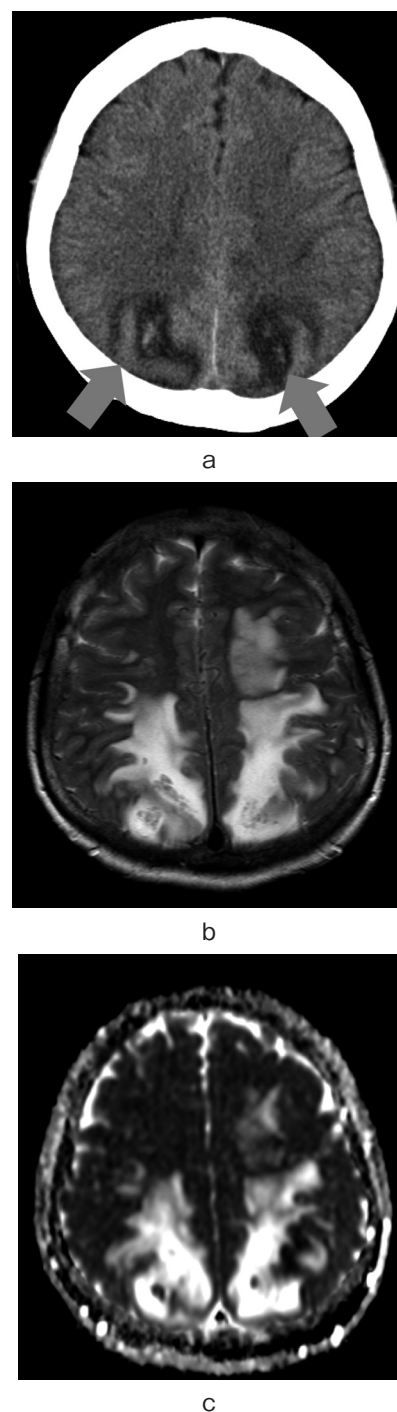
a) Non-contrast-enhanced CT scan of the brain demonstrated high-density areas in bilateral occipital lobes with surrounding low-density areas (arrows). b) Axial T2-weighted image demonstrated a relatively isointense intra-axial lesion with surrounding hyperintense vasogenic edema in bilateral occipital lobes. c) Corresponding axial ADC map demonstrated lower signal intensity of the lesion compared with the normal-appearing brain parenchyma. The lesion was surrounded by increased diffusion of vasogenic edema.
